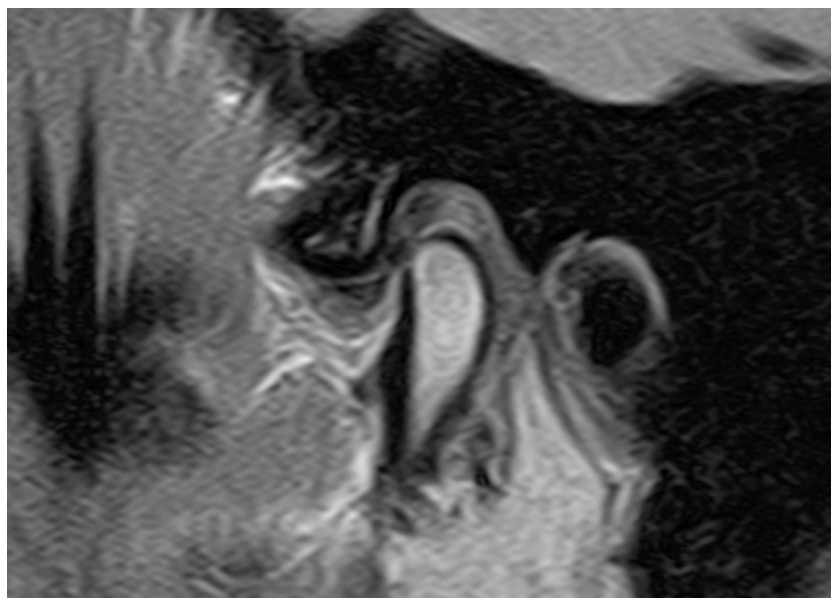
Данные МРТ ВНЧС пациента после проведенного лечения
